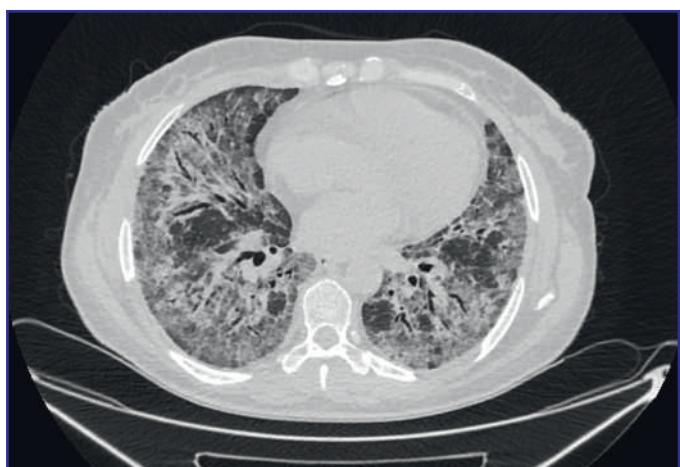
МСКТ легких, сагиттальная проекция
